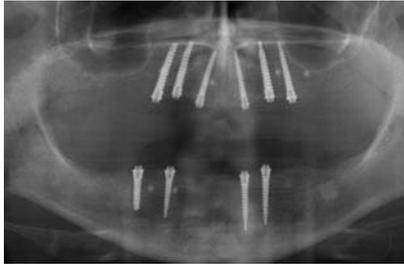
Zugehörige Röntgenkontrolle nach Osseointegration (post OP drei Monate). – Abb. 13: Röntgenkontrolle (drei Jahre post OP) eines Schmalkiefer Falles mit den Resorptionsklassen UK Front nach Atwood 3–4 und OK Front nach Fallschlüssel 2–3. Bezüglich der Indikationsklasse III Oberkiefer sechs Implantate, Unterkiefer vier Implantate für herausnehmbaren Zahnersatz. – Abb. 14: Jederzeit auch nachträglich möglicher Einbau eines Schwenkriegels in vorhandene NEM Konstruktion zur Erhöhung des Tragekomforts.
